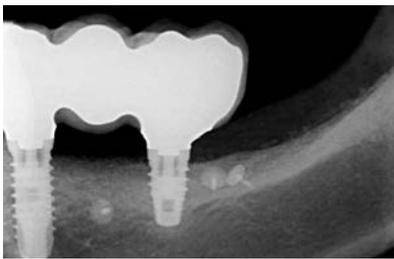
Radiografia intraoral 15 meses após o enxerto, mostrando situação óssea estável.
